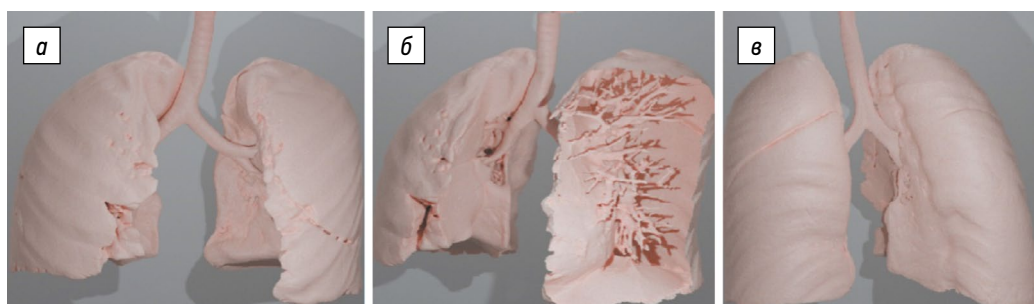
Расчет объема легочной ткани пациентки А., 5 лет, при помощи построения виртуальной 3D-модели бронхолегочной системы на основании данных мультиспиральной компьютерной томографии на вдохе. Виртуальная модель легких: а — вид спереди; б — вид сбоку; в — вид сзади
